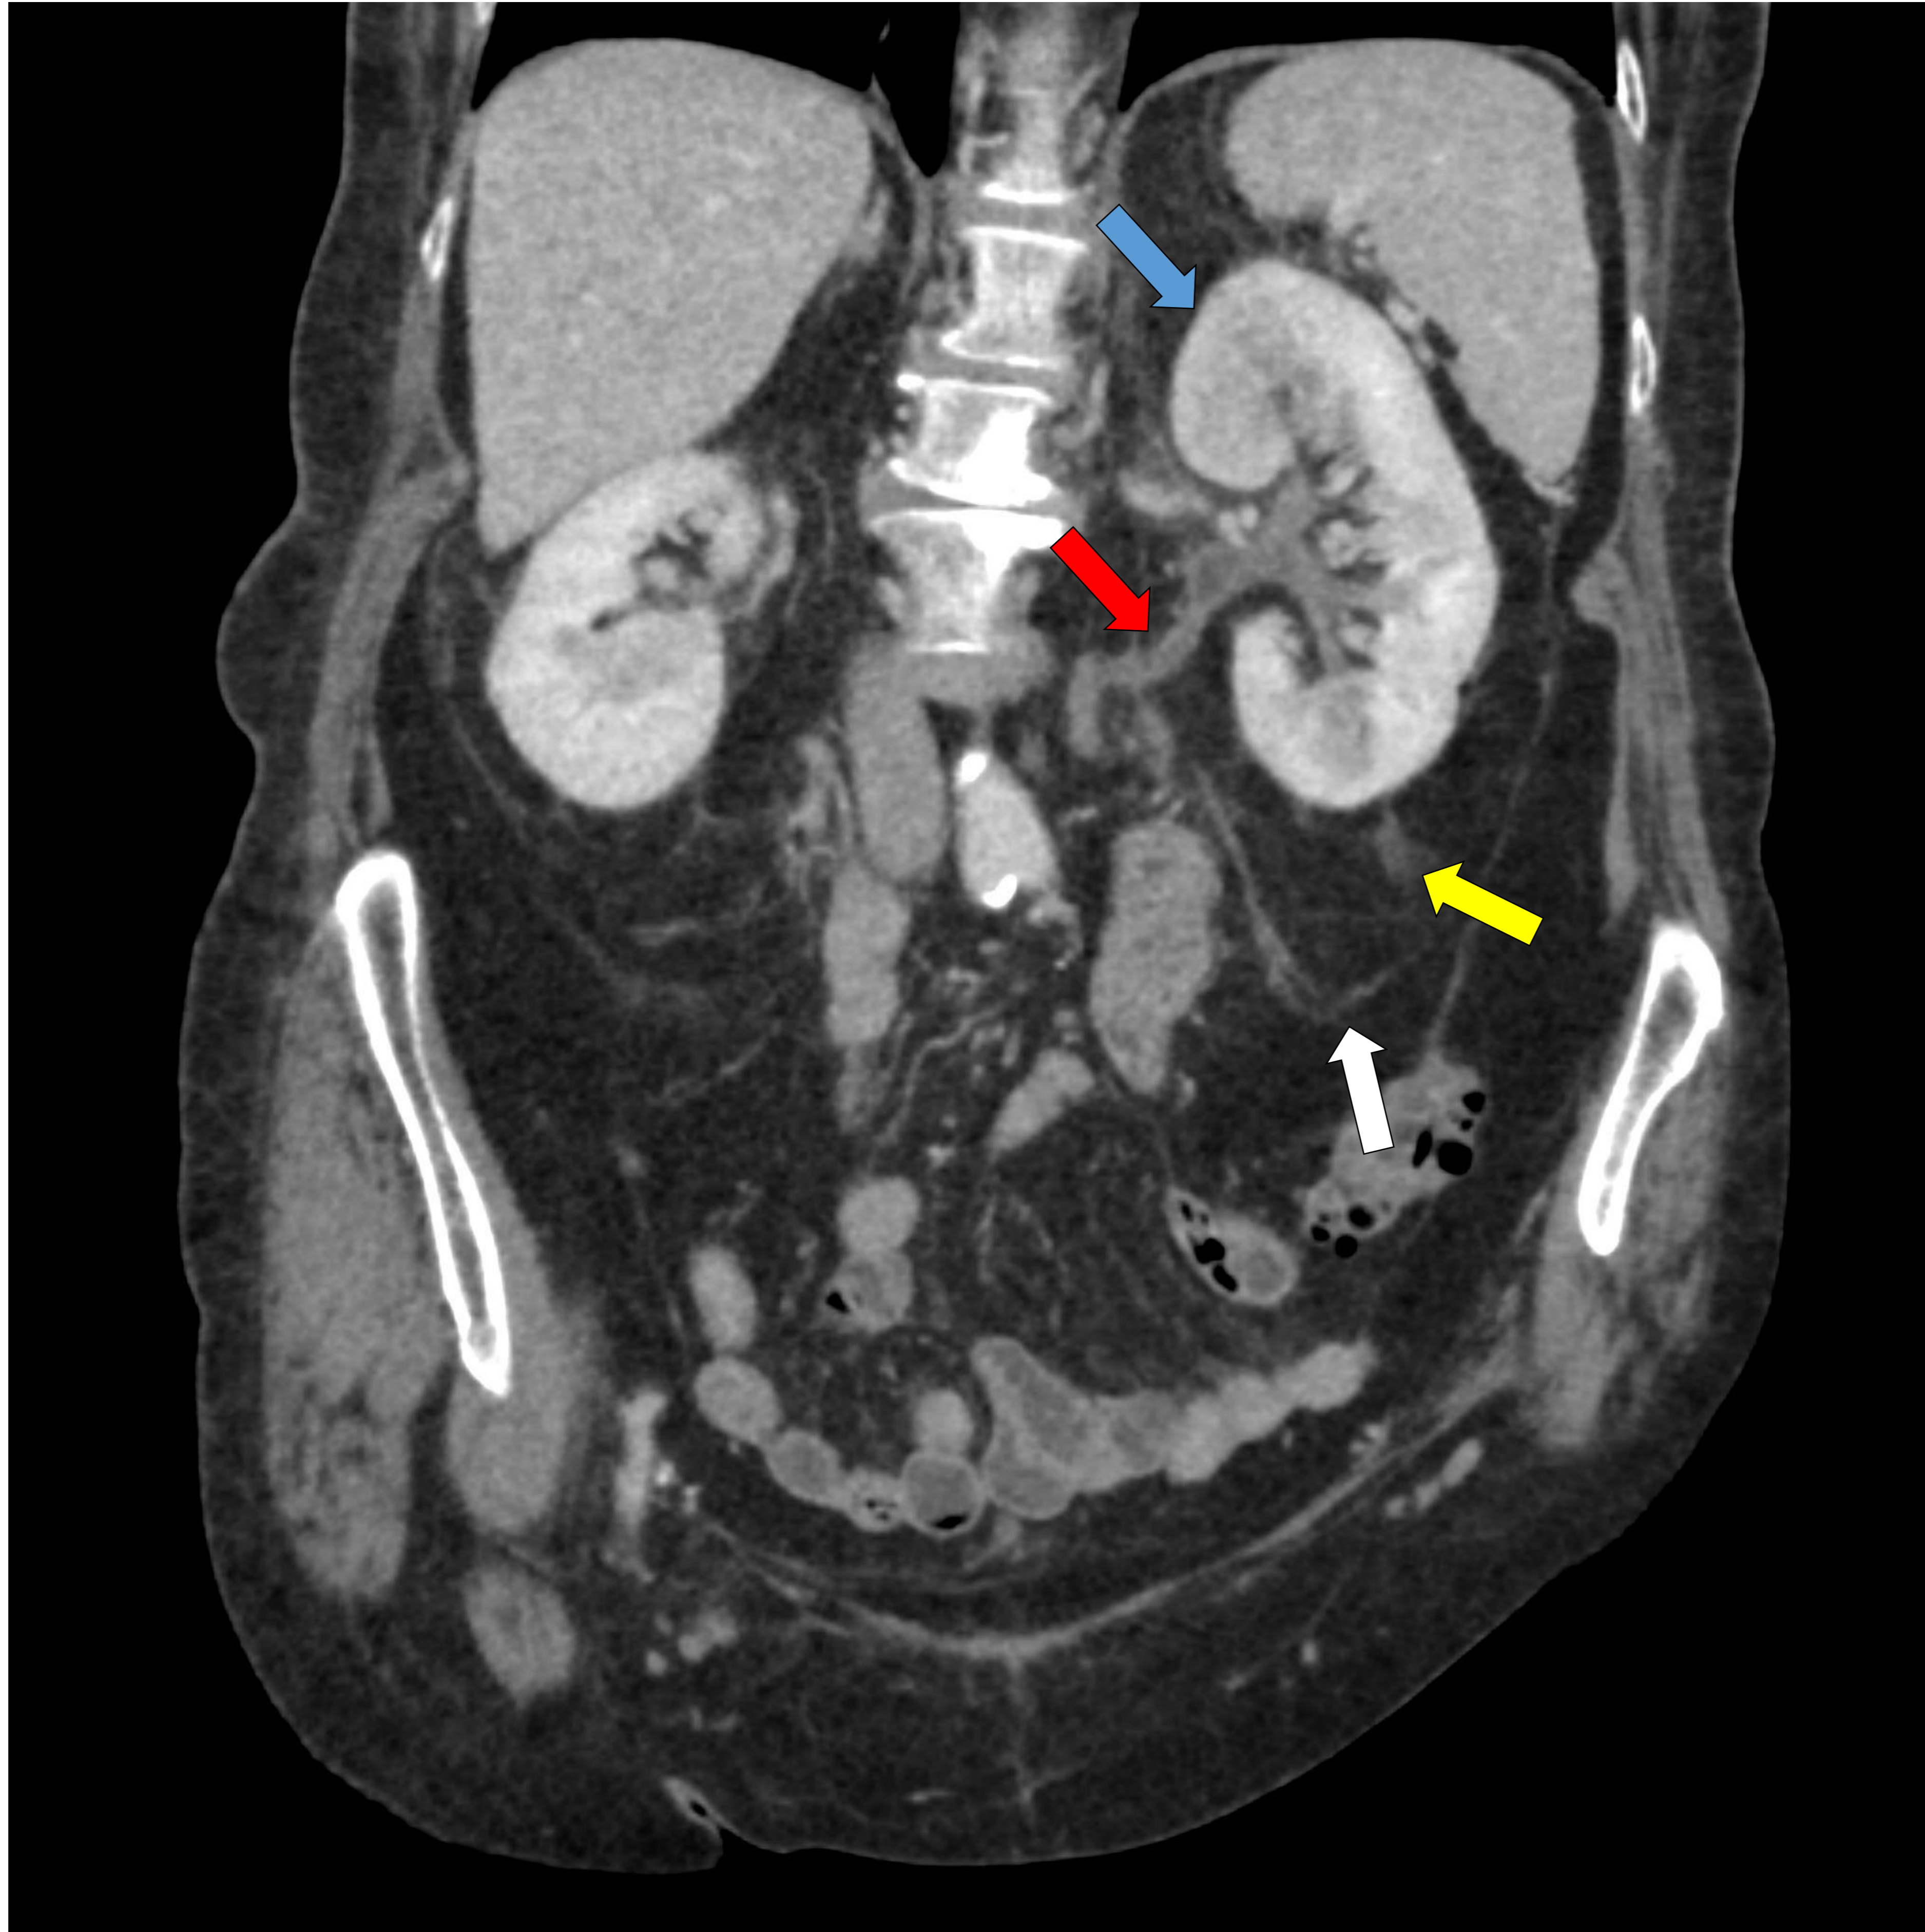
TC de PNA no complicada. TC abdominopélvica tras la administración de contraste intravenoso (fase venosa). Reconstrucción coronal oblicua.
